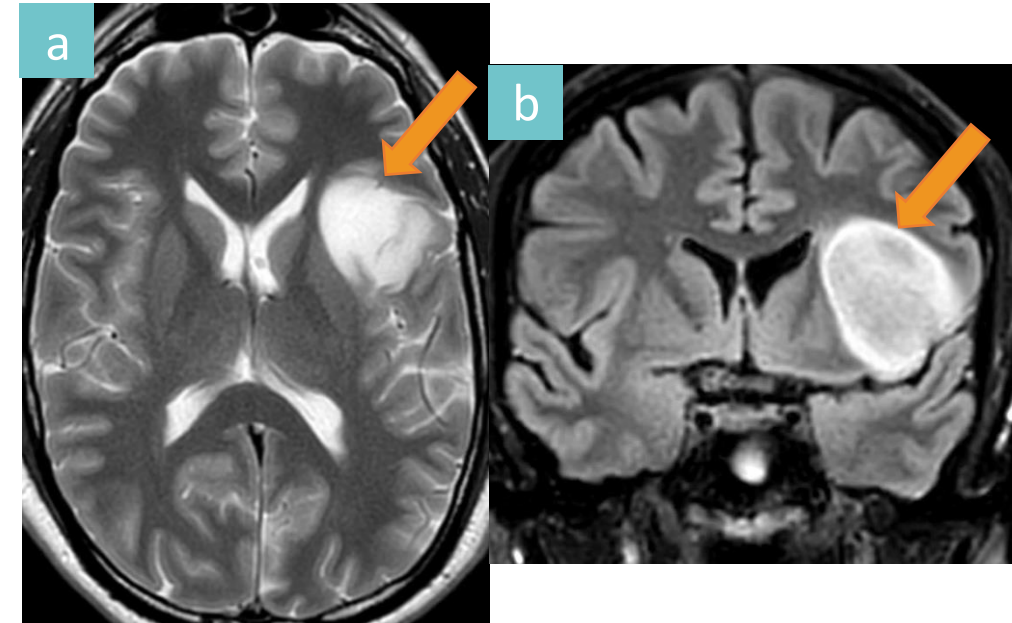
DNET del lóbulo frontal izquierdo. Lesión intraaxial sólida, de localización cortical, que se extiende hacia la sustancia blanca subcortical (flechas). Presenta hiperintensidad en T2 (a) y, en FLAIR T2, disminuye su intensidad de señal, conservando un anillo periférico hiperintenso (b). No se observa edema asociado ni efecto masa significativo.
